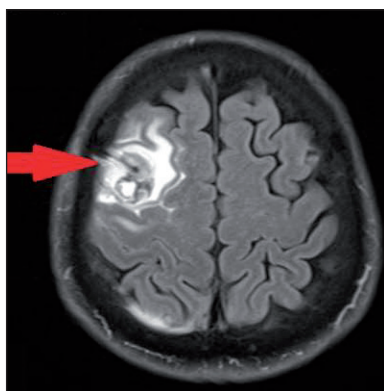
The control MRI scan of the brain after the neurosurgical intervention. The arrow shows an increased signal in the right frontal area with a surrounding hemorrhagic rim.
